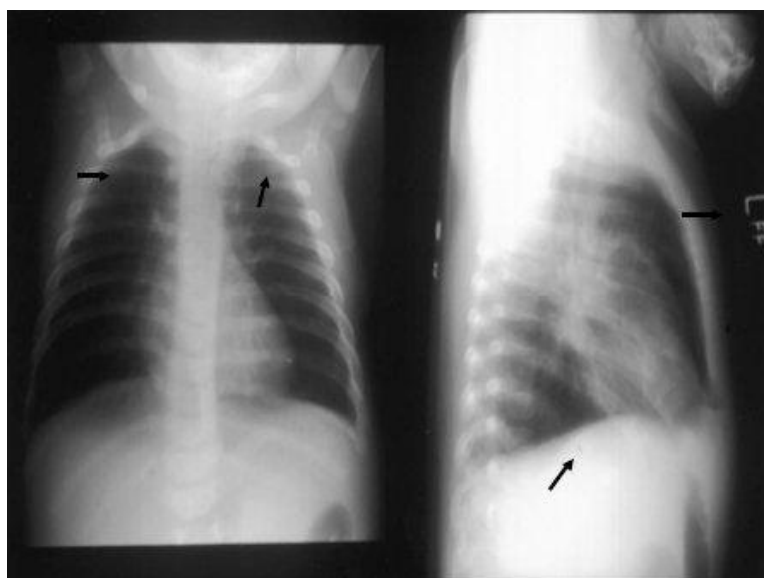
Radiografía característica en un paciente con asma bronquial. Signos de atrapamiento aéreo horizontalización costal y aplanamiento de diafragma.
